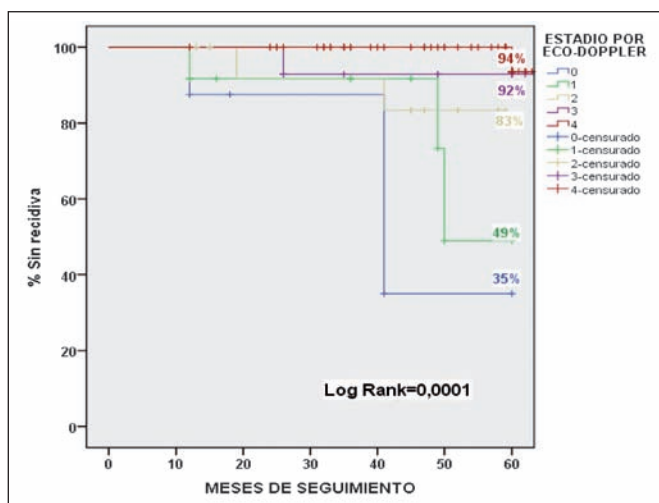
Comparación de recidivas según la ecografía doppler.
